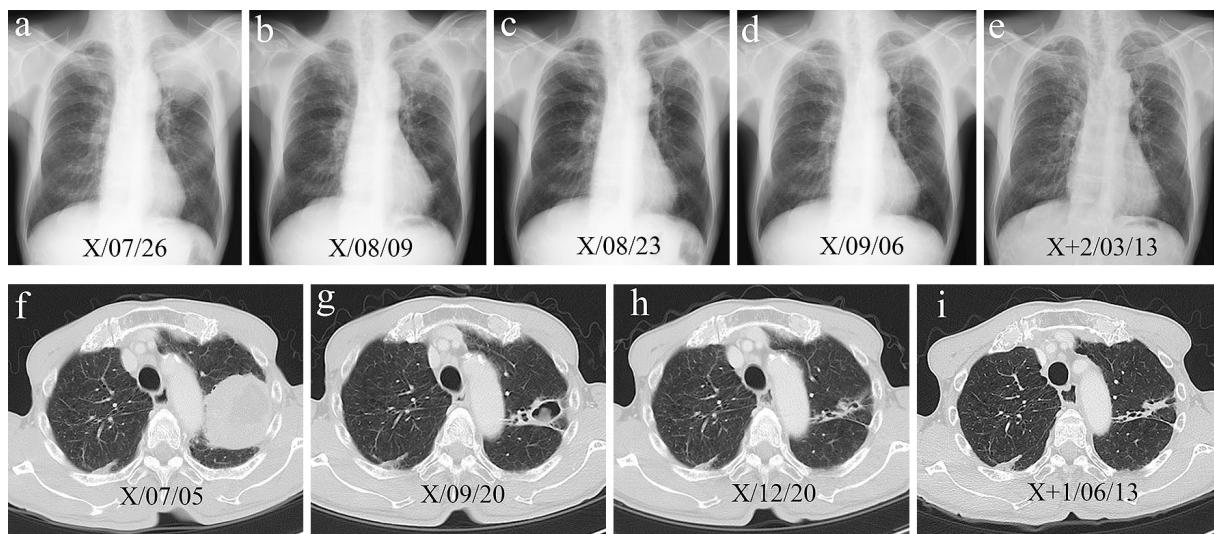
The time course of the primary tumor on chest X-ray and computed tomography after nivolumab administration. The 6.8-cm-diameter primary tumor in left S¹⁺² (a, f) had shrunk in size at the second nivolumab administration (b). On the scheduled administration day (c) and the actual administration day (d) of the third round of nivolumab, chest X-ray showed almost no primary lesion. The primary tumor became cavitated at two months (g), and a CR with scar tissue was observed at five months (h) after the third nivolumab administration. No recurrence was shown by CT at 11 months (i) or by chest X-ray at 21 months (e) after the third nivolumab administration.
